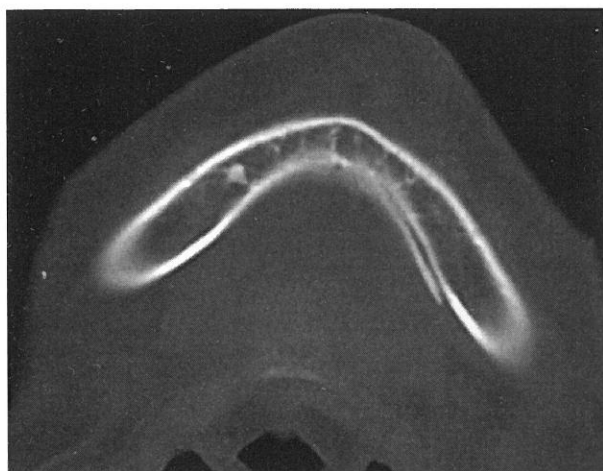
CT image of case 2. Green stick fracture of mandibular body was seen.
